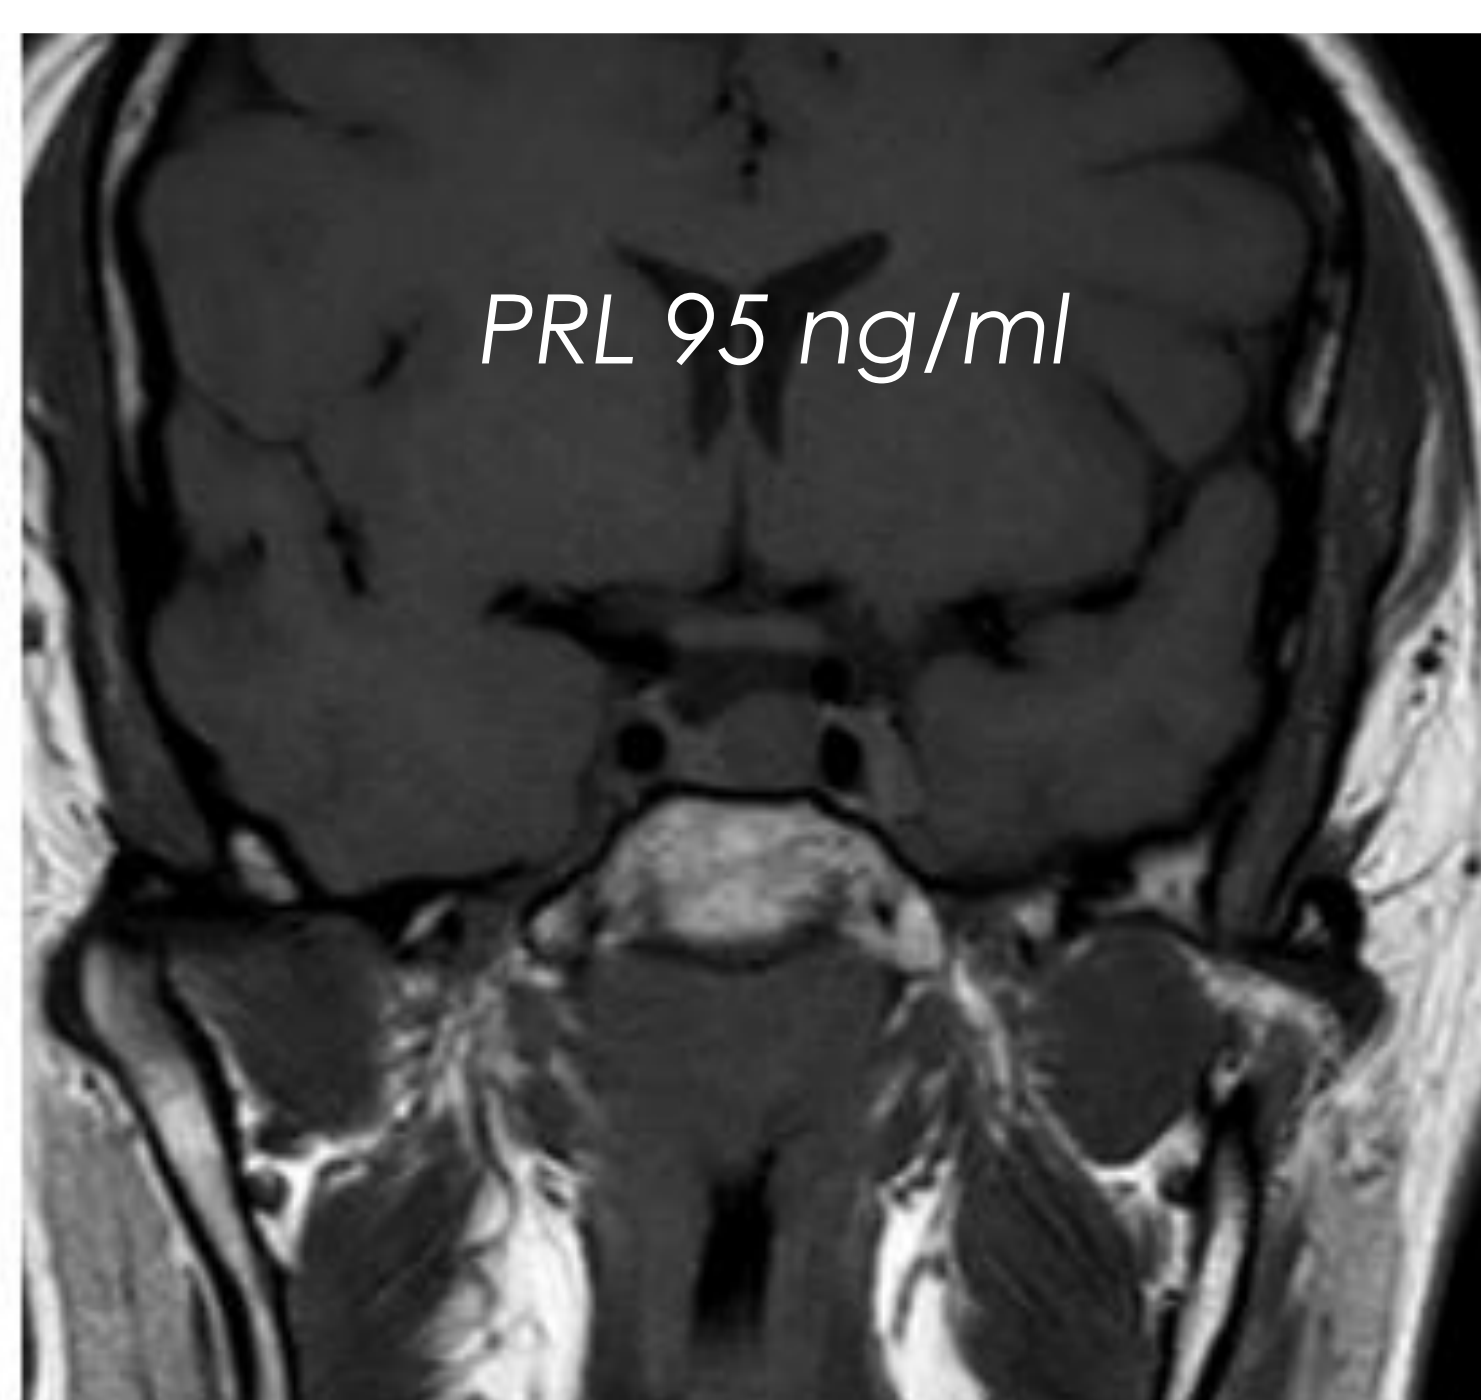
RMN cmd a 8 mesi da avvio DA
